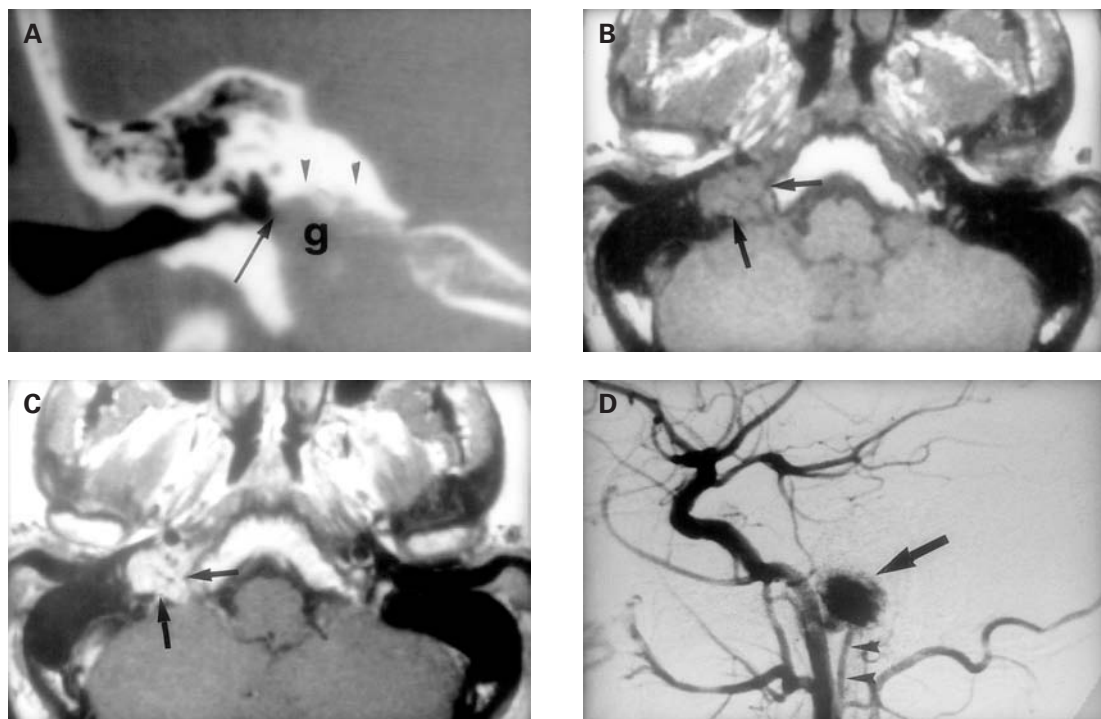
Glomus yugulotimpánico. A:* TCAR coronal: el tumor (g) erosiona el margen inferior del peñasco (puntas de flecha) y la placa ósea de separación (flecha), entre la caja timpánica y el bulbo yugular. B: RM T₁ axial: el tumor (flechas) es de señal intermedia, ligeramente heterogéneo y de contornos lobulados. C: RM T₁ axial con contraste: el tumor (flechas) presenta un importante refuerzo, mostrando en su interior «áreas de vacío de señal», que corresponden a los vasos hipertróficos intratumorales. D: angiografía de la arteria carótida común, proyección lateral: el tumor (flecha) muestra importante vascularización, irrigado por la arteria faríngea ascendente (puntas de flecha), la cual está hipertrofiada.
